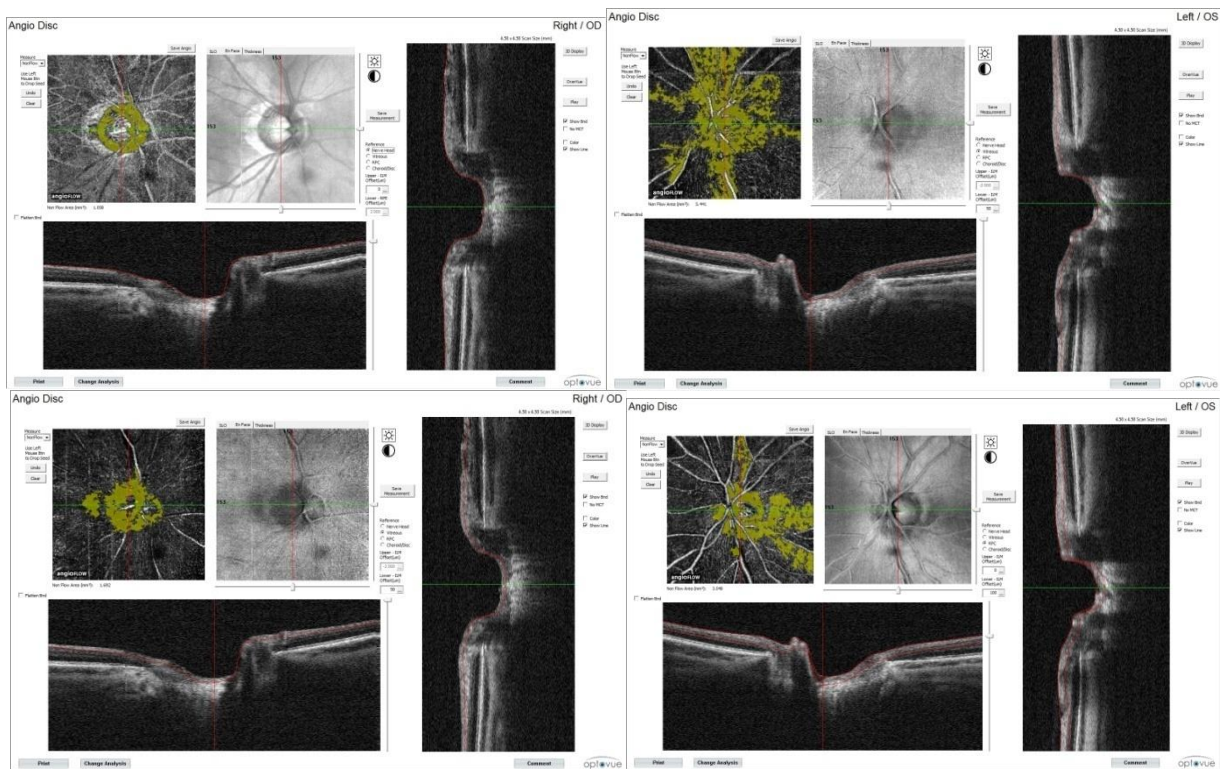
Протоколы исследования неперфузируемых зон ДЗН OS пациентки Ш.
